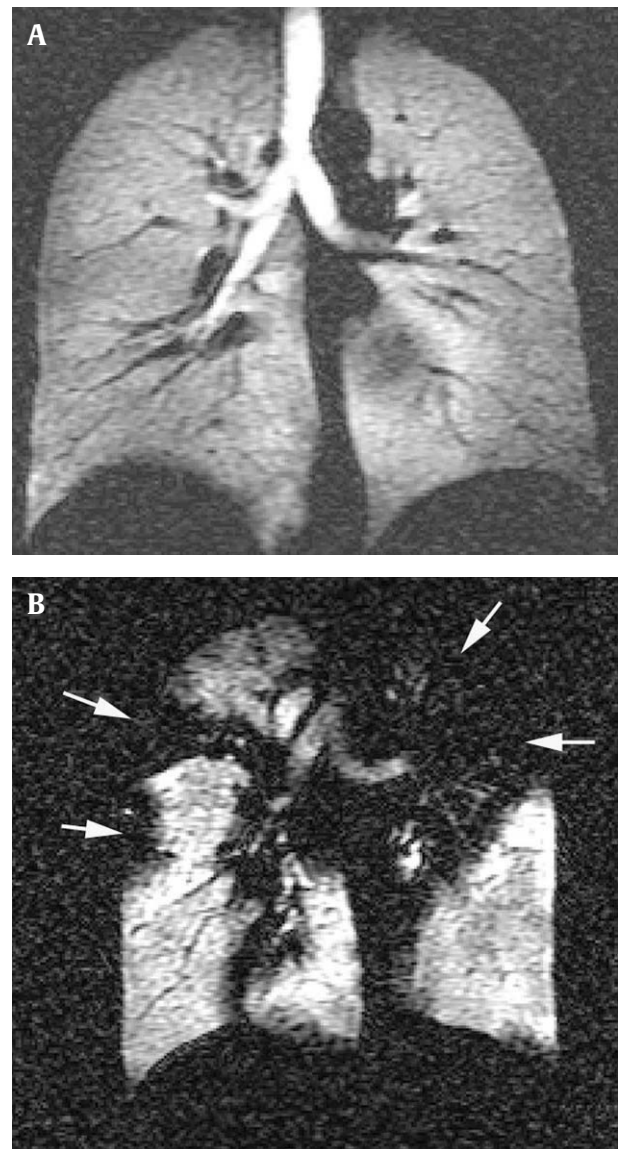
Resonancia magnética con helio hiperpolarizado. A) Estudio normal. La reconstrucción coronal muestra una señal uniforme en ambos pulmones. B) Paciente con enfermedad obstructiva pulmonar. El estudio muestra múltiples áreas no ventiladas (flechas) en ambos pulmones. (Cortesía del Dr. Page McAdams, Durham, Estados Unidos).
